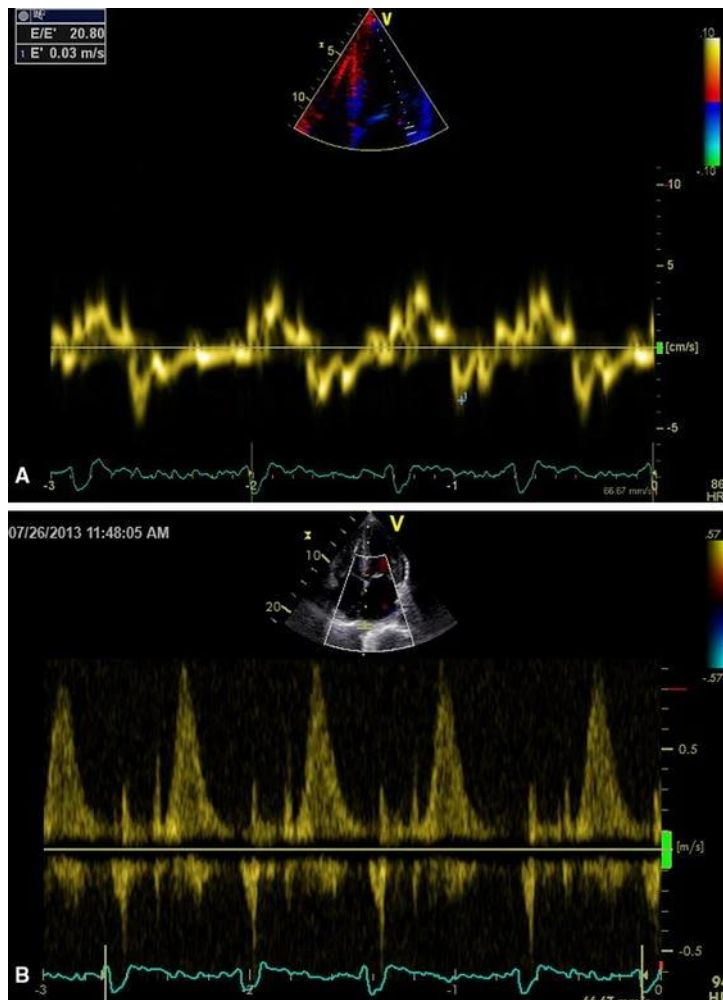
a Misurazione E' marcatamente diminuita sul Doppler tissutale della parete laterale in un paziente con amiloidosi cardiaca. Figura b misurato mediante Doppler pulsato mostrava un flusso in avanti limitato alla diastole coerente. (Fonte Falk & Quarta)
